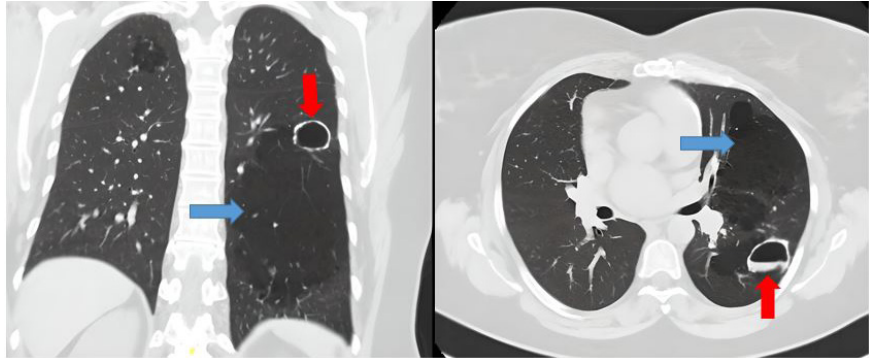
Cortes coronal (a) y axial (b) de TC donde se observa gran lesión multiquistica polilobulada con abundante contenido aéreo (flecha azul) localizada en pulmón izquierdo y cavidad ipsilateral con calcificación periférica asociada a nivel hidroaéreo probablemente por necrosis o sobreinfección (flecha roja).
